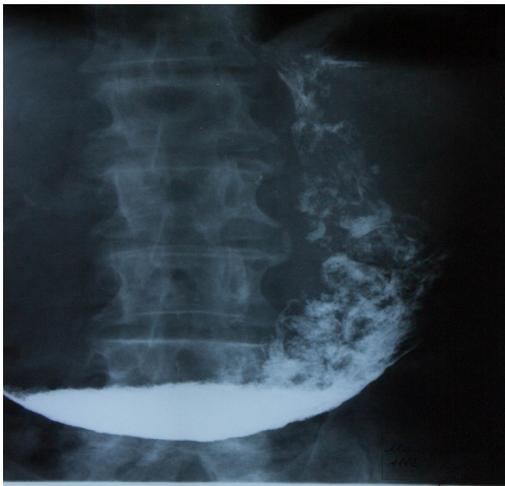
Рентгенограмма желудка с контрастным диабаром (с первыми глотками). Натощак в желудке содержится большое количество содержимого, желудок растянут, увеличен в объеме, контрастный барий собирается в синусе желудка в виде чаши
